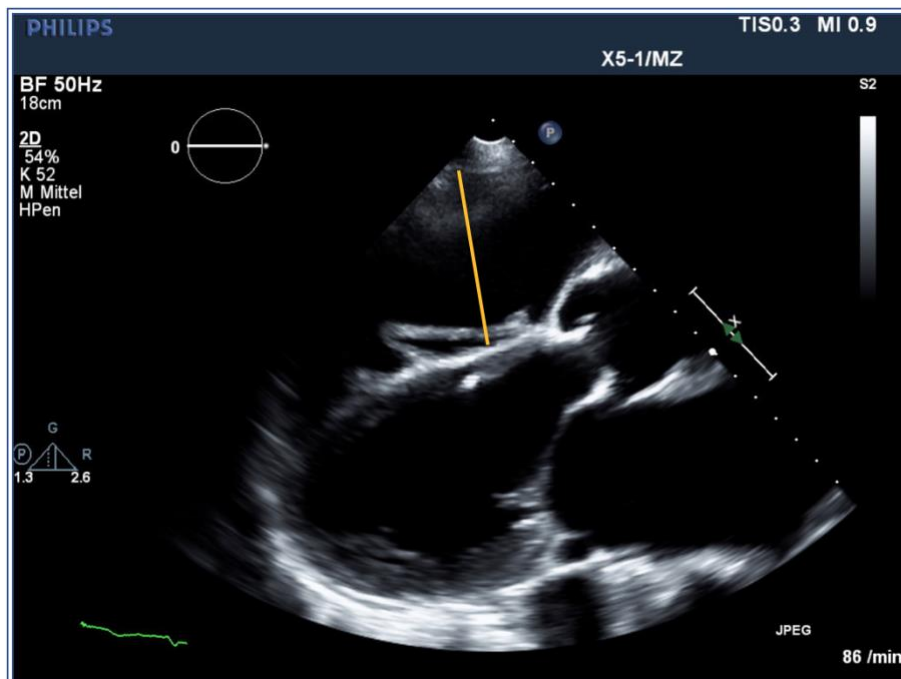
Echokardiographie RVEDD.
